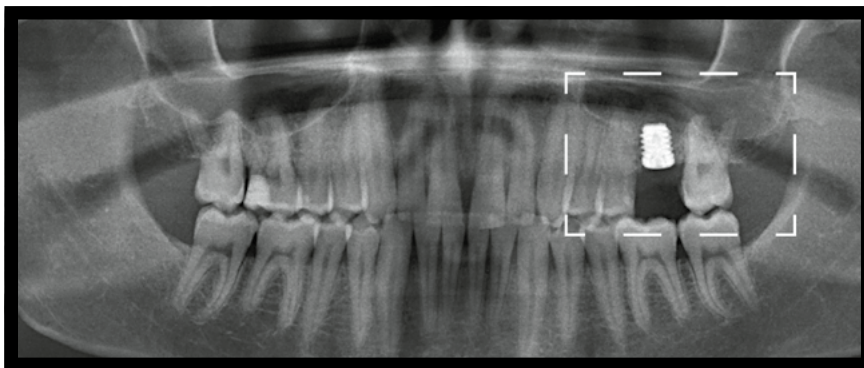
Röntgenaufnahme nach Implantatinsertion
